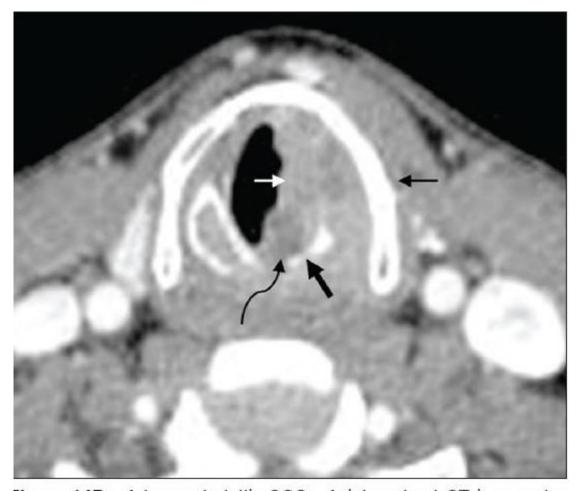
Advanced glottic SCC. Axial contrast CT image at a caudal level shows the mass (thin white arrows) with disease in the posterior commissure (curved black arrow) and cricoid erosion (thick black arrow)
